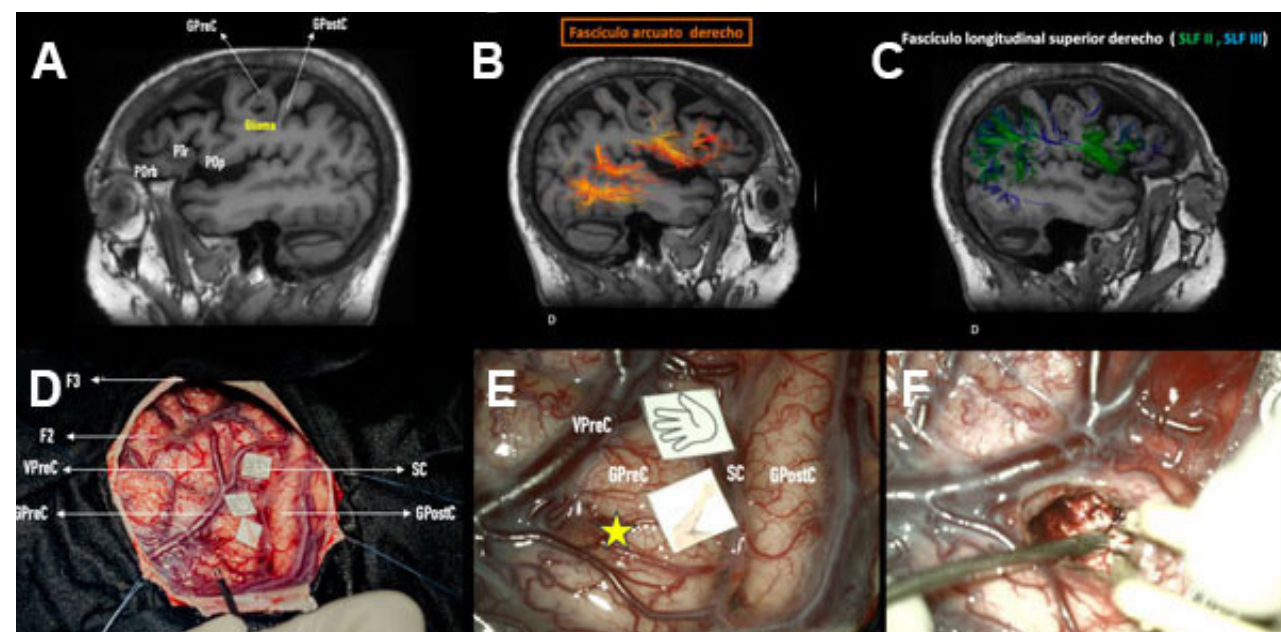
Caso 3: glioma precentral. A) RM, se evidencia lesión intraaxial hipointensa en T1 a nivel del giro precentral derecho. B y C) Tractografía con reconstrucción 3D del fascículo arcuato y longitudinal superior, respectivamente, y la alteración de la arquitectura de las fibras en relación a la lesión. D) Estimulación monopolar del giro precentral e identificación motora con los tags: brazo, mano (de medial a lateral). E) Identificación de zona segura de acceso (estrella amarilla). F) Lodge quirúrgica. Se muestran referencias anatómicas: *pars orbitalis* (POrb), *pars triangularis* (PT), *pars opercularis* (POp) y *giro frontal medio* (F2).
